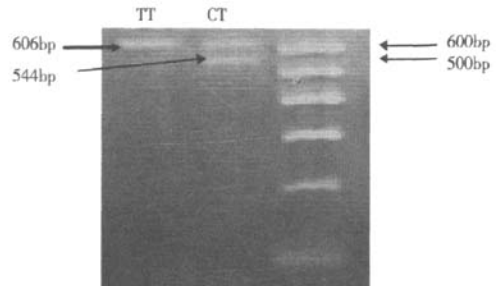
1173 TT 型和 CT 型的酶切鉴定电泳图
